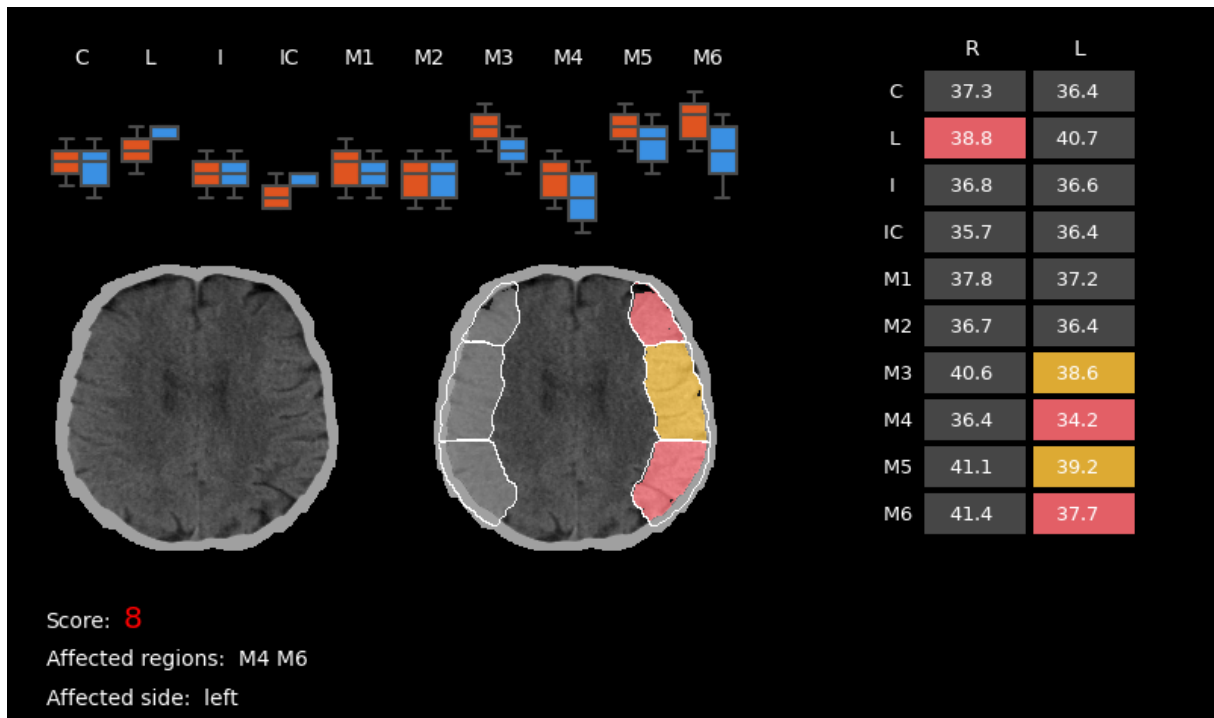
StrokeViewer ASPECTS 輸出範例。黃色區域表示可能受影響區域（其 HU 差異接近預先定義的受影響閾值），紅色區域的 HU 差異高於閾值，視為受影響區域。
